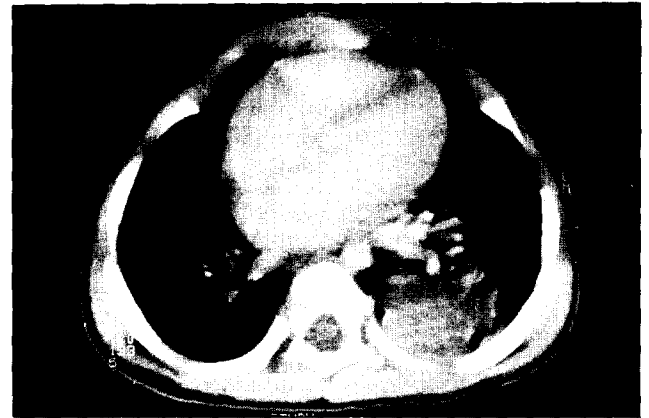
Preoperative CT showing large irregular shaped mass like lesion in LLL posterior aspect and associated surrounding parenchymal consolidation.
